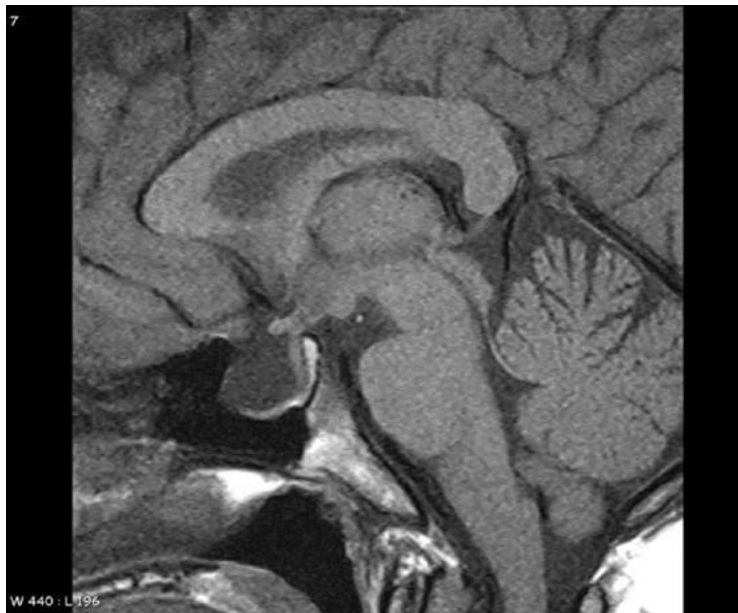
Resonancia magnética en un paciente con el síndrome de la silla turca vacía, donde se observa que la mayor parte de la silla está ocupada por un saco revestido por aracnoides, lleno de líquido cefalorraquídeo.
